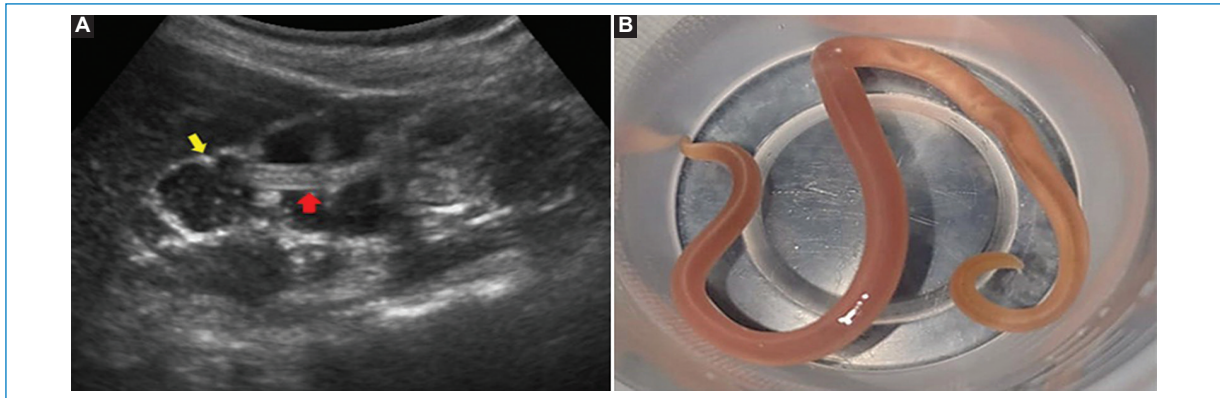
(A) Ecografía abdominal en corte longitudinal donde se observa en el lumen intestinal (flecha amarilla) la conformación del “signo del doble tubo” (flecha roja), en relación con el parásito adulto. (B) Macroscopía de *A. lumbricoides*, con la que se confirmó el diagnóstico.
